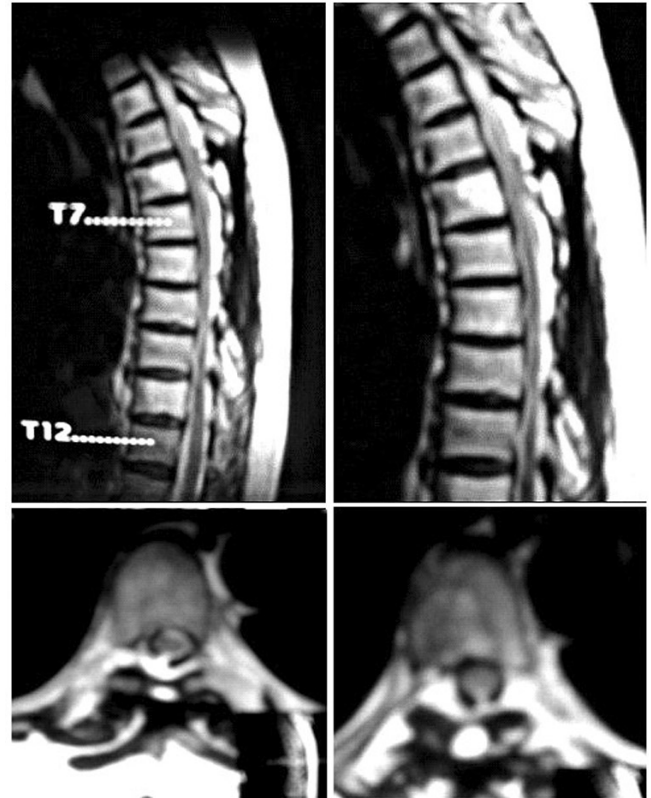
Resonancia magnética postoperatoria 6 años después de la cirugía. No se observa recidiva tumoral o compresión medular.
